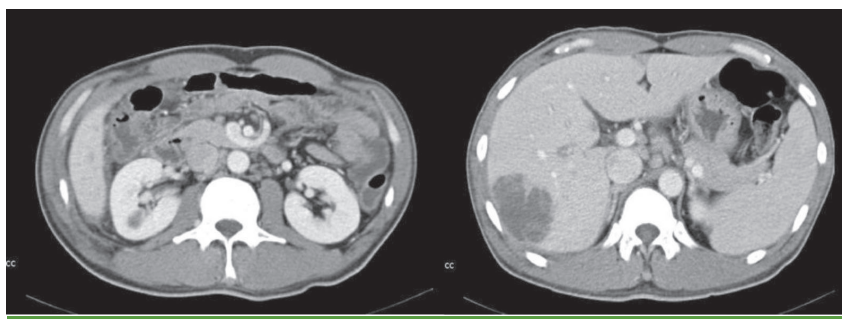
Wall thickening of the ascending colon and round, 58 mm sized liver abscess are visualized by CT scan of the abdomen on hospital day 2.
